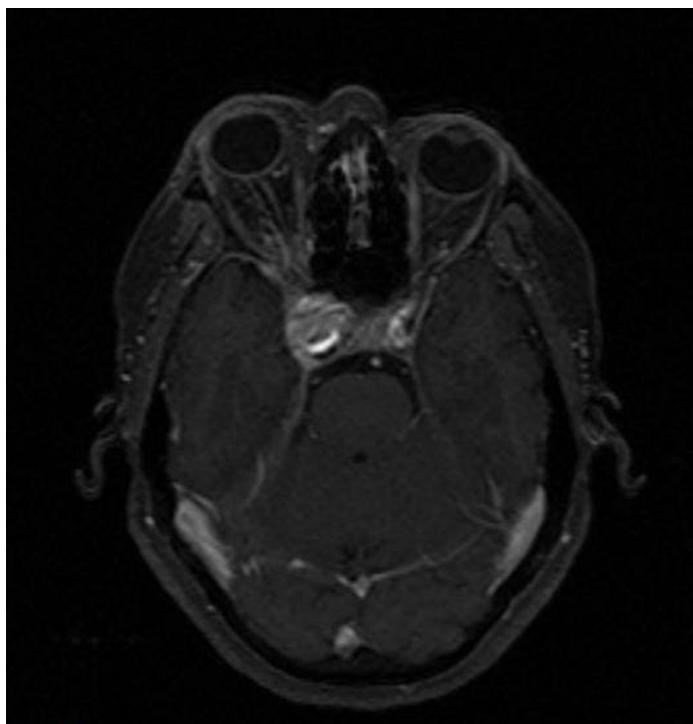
Ressonância magnética de crânio da paciente em questão, corte axial. É possível ver congestão venosa realçada por contraste, proptose de órbita direita e aumento volumétrico do seio cavernoso.
